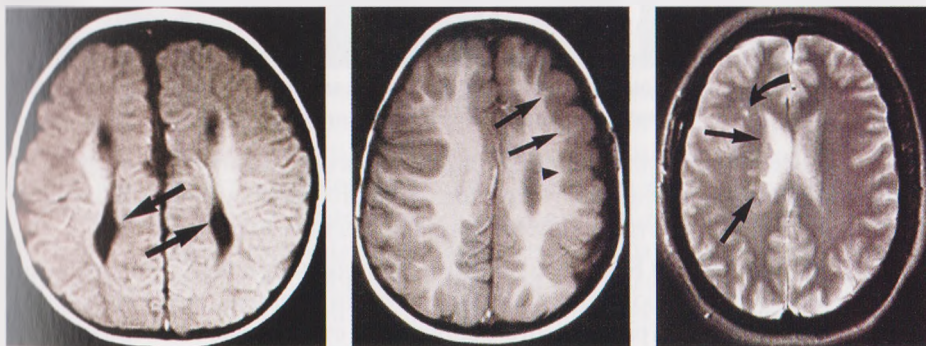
Зміни морфології головного мозку у хворих на ДЦП за даними МРТ.
